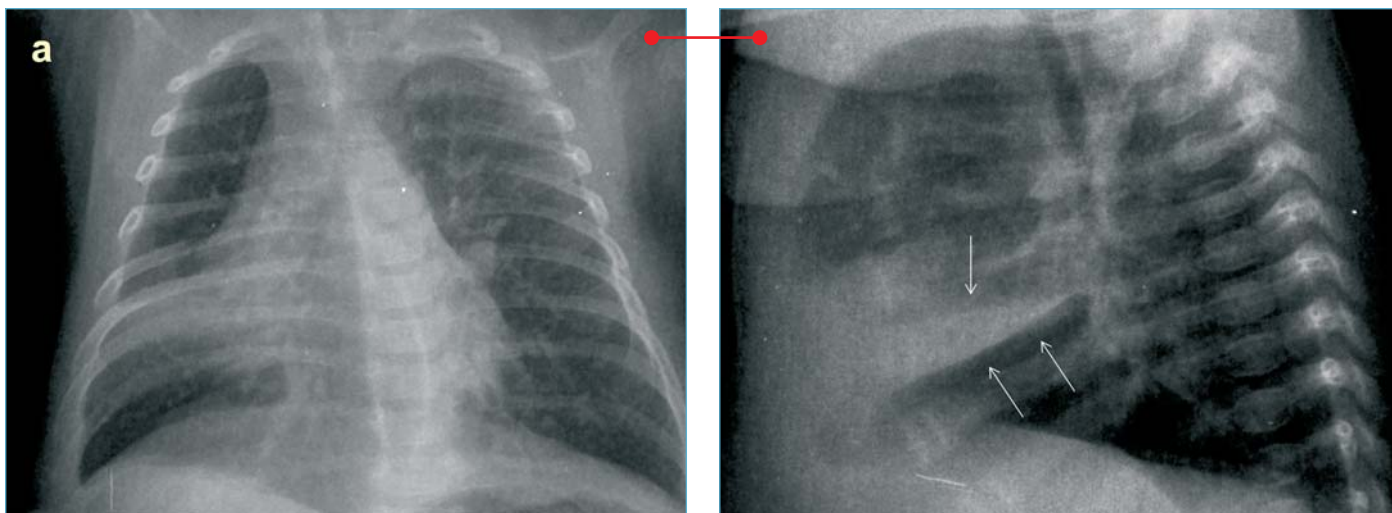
(a-b). Atelectasia LM y neumonía intersticial. a. Pérdida de volumen del hemitórax derecho con aumento de densidad en base, borramiento de la silueta cardiaca y afectación intersticial. b. En la radiografía lateral, aumento de densidad triangular, con vértice hacia la zona hiliar y con bordes rectos, que se corresponden con las cisuras mayor y menor desplazadas (flechas).
